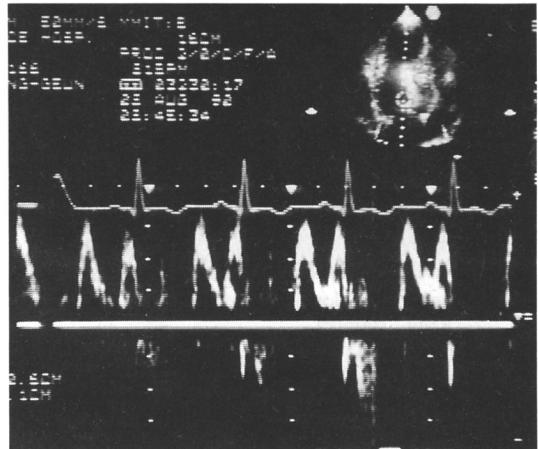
Pulsed wave doppler recording of mitral inflow.
